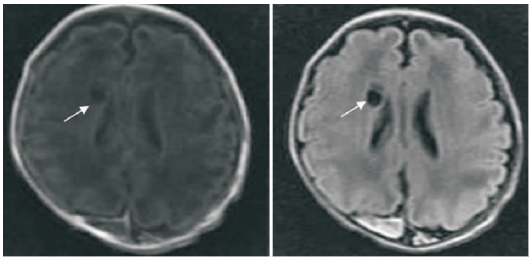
局灶性脑白质损伤 MRI T1 (左图)和 T2-FLAIR (右图)序列上显示右侧脑室周围白质区囊性低信号(箭头所示)。
